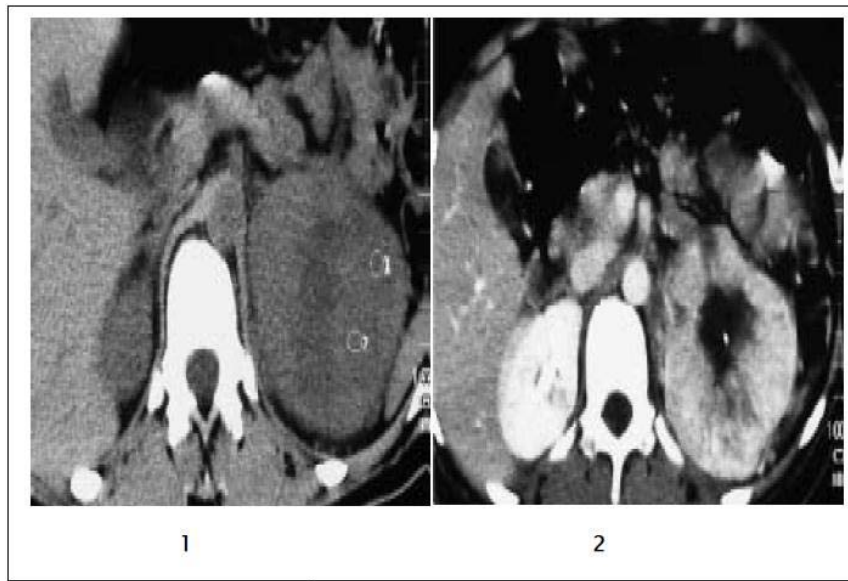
Deux coupes axiales d'une TDM surrénalienne : Un phéochromocytome de la surrénale gauche [58].
